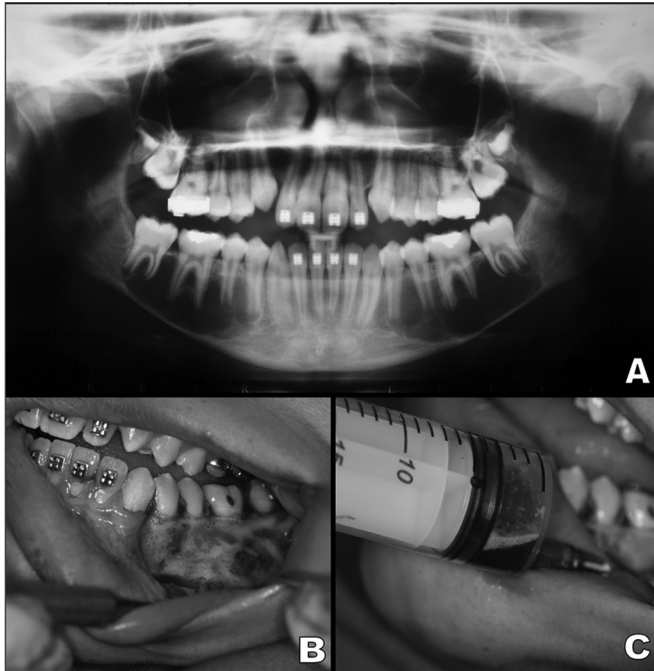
A: Radiografia panorâmica mostrando uma lesão multilocular bilateral com festonamento ao longo das raízes dentárias na região posterior da mandíbula. B: Visão intraoral após realização de retalho mucoperiosteal mostrando expansão óssea com aparência hemorrágica. C: Punção aspirativa mostrando a presença de líquido serossanguíneo.
